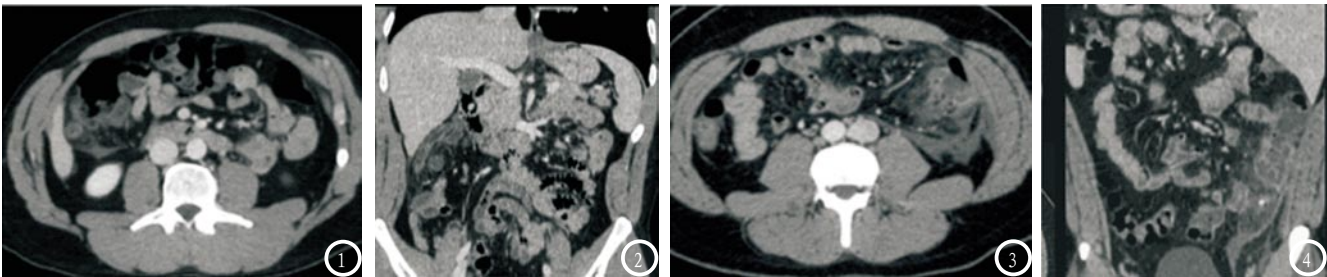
AA组患儿，男性，6岁，图1为横轴位CT影像，图2为冠状位CT影像，可见病变阑尾末端位于肝脏下缘，阑尾壁黏膜肿胀且周围脂肪组织受累。
